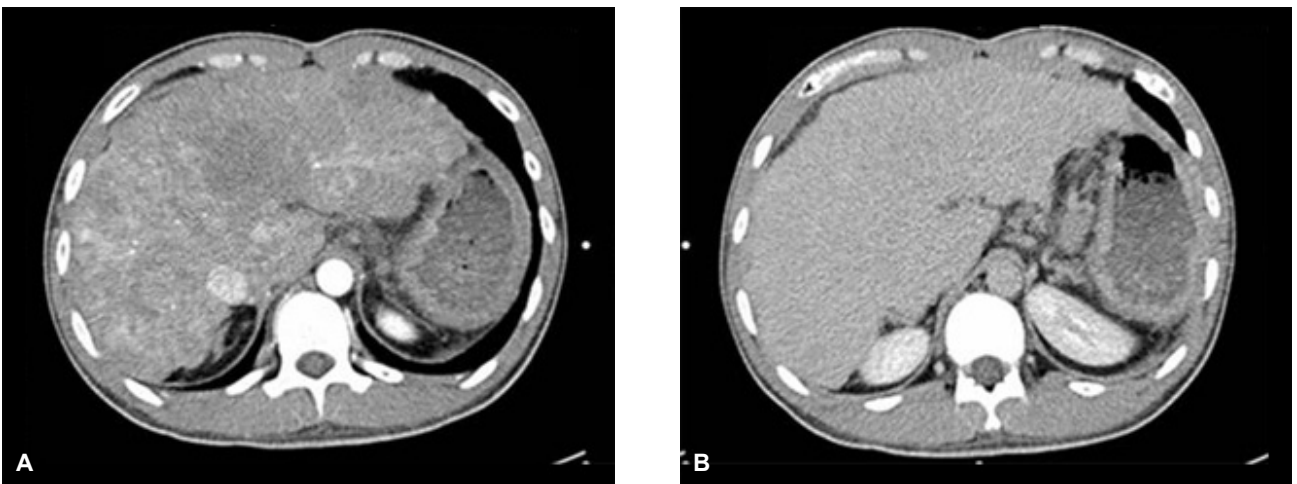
Liver computed tomography shows (A) multiple heterogenous hypo- or hypervascular attenuated nodules in the arterial phase, (B) with no enhancement and iso-attenuated nodules in the portal phase.
